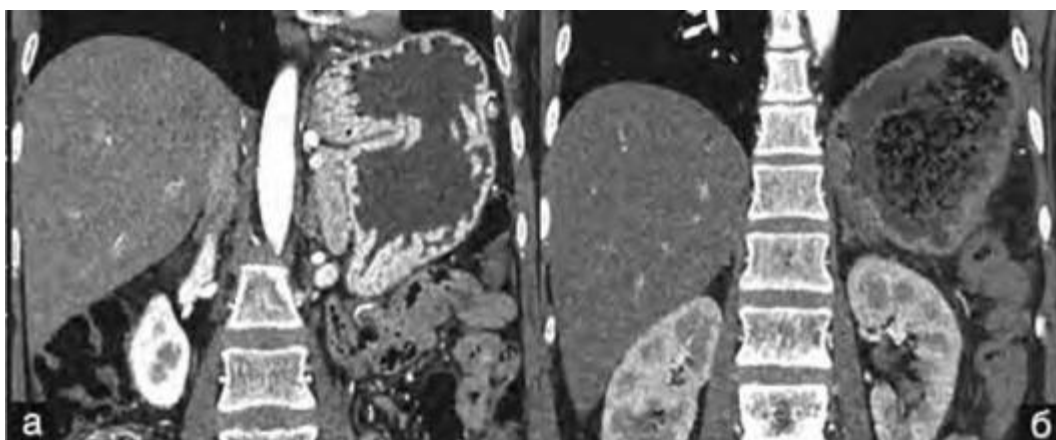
Компьютерные томограммы, артериальная фаза, фронтальная проекция: а - гипертрофированные складки слизистой оболочки желудка до операции; б - нормальная складчатость на 9-е сутки после операции
